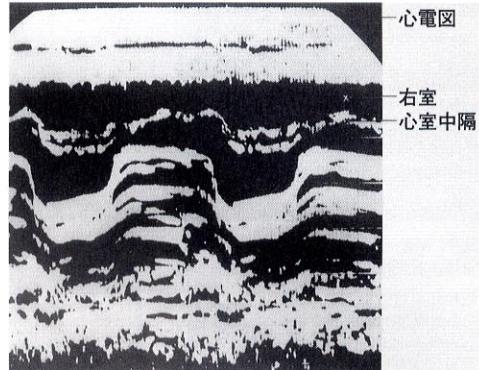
完全大血管転換症のMモード心エコー図による診断(生後10日、女児の1例)
